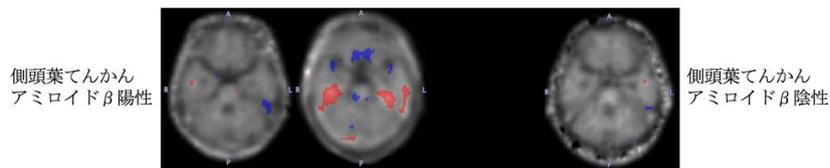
側頭葉てんかん患者における $[^{11}\text{C}]\text{NCGG401}$ PETの分布容積(全脳正規化)の変化。若年健常者の局所分布容積値の分布より2SD以上高い領域を赤、低い領域を青で示す。
